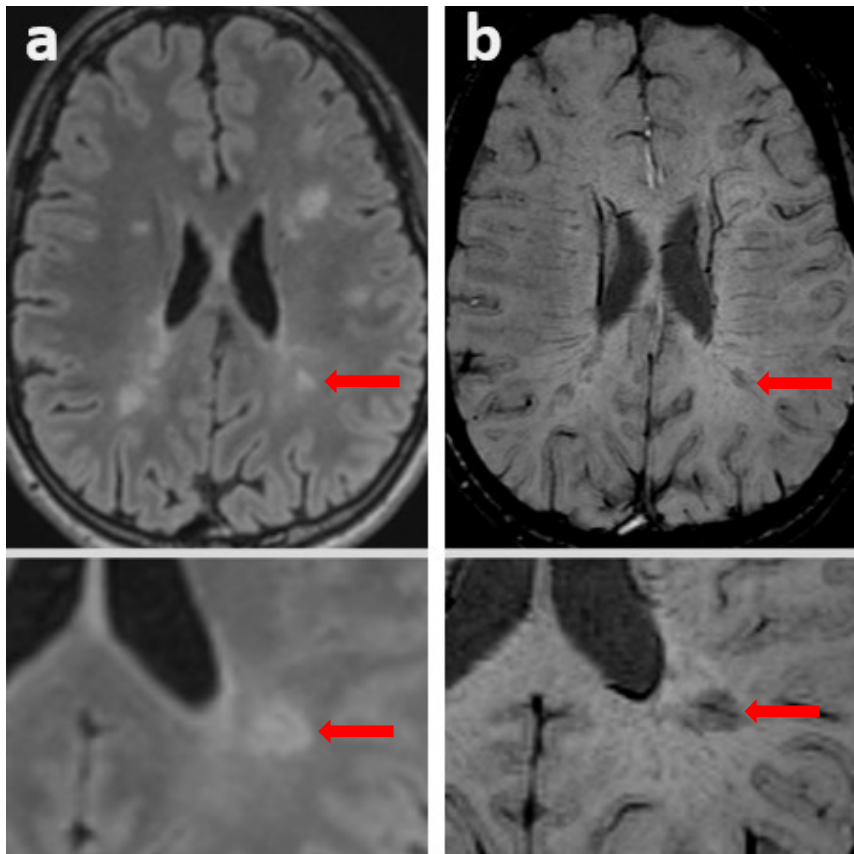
Demyelinizační léze bílé hmoty s příznakem tzv. centrální žíly na T2 FLAIR (a) a T2 GRE (b) v axiální rovině (nahore) a v detailu (dole).
